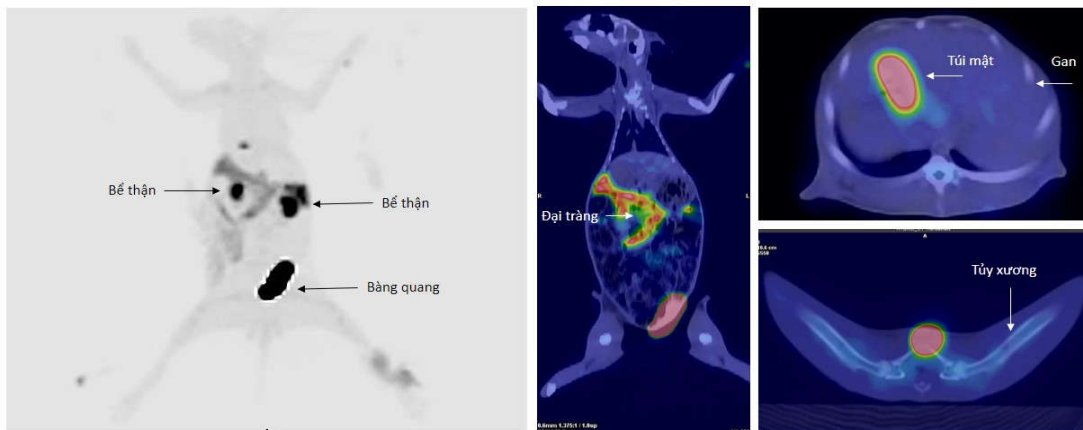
Hình ảnh PET thu được trên thỏ được tiêm ^{18}F -FLT cho thấy DCPX phân bố ở gan, đại tràng, đài - bể thận, bàng quang và tủy xương theo đặc điểm sinh lý (Hình 1). Không ghi nhận thấy hình ảnh hấp thu dược chất phóng xạ tại nhu mô não và cơ tim. Ở vị trí tuyến ức ghi nhận hình ảnh tập trung phóng xạ với giá trị SUVmax đo được là $1,96 \pm 0,60$. Gan và hệ thống ruột cũng là những cơ quan có mức độ hấp thu phóng xạ cao, giá trị SUVmax tại đây đo được
